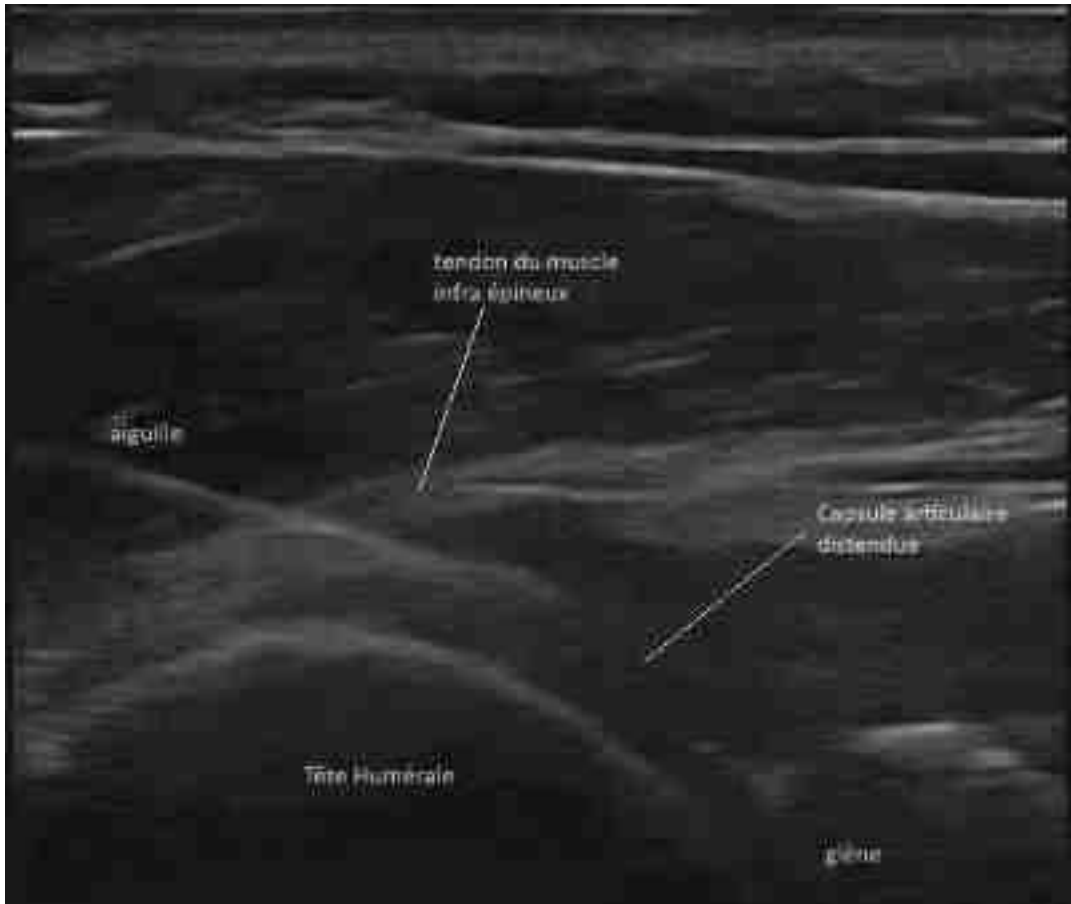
Image échographique d'une capsulodistension d'épaule gauche par voie postérieure
